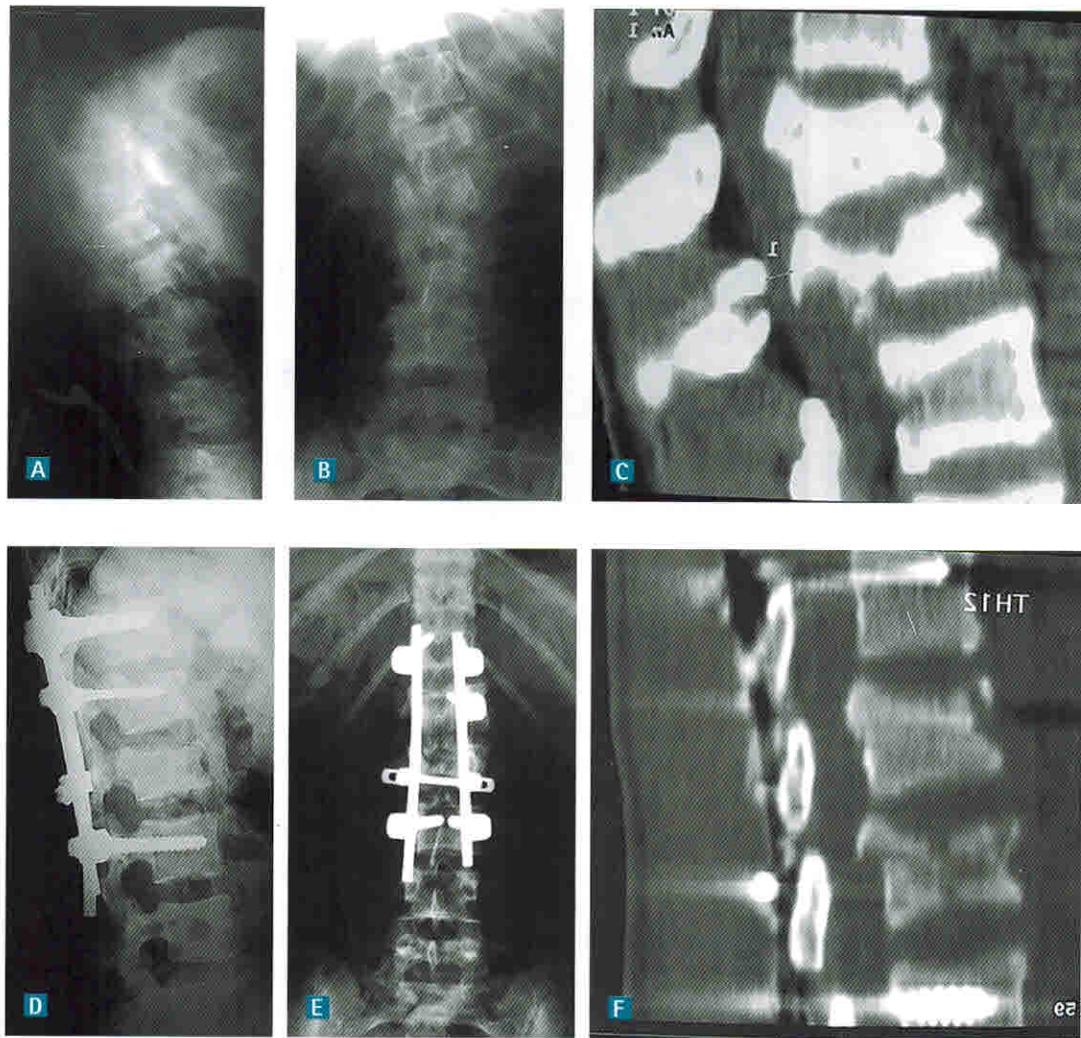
Рентгенограммы и КТ пациента П., 15 лет.
